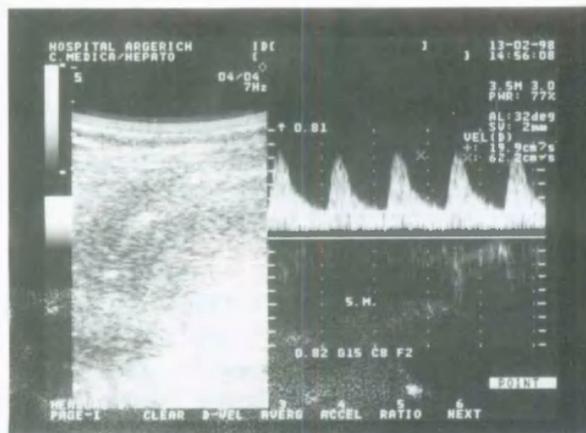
Registro de Eco-doppler color a los 5 minutos postinyección de drogas vasoactivas.
